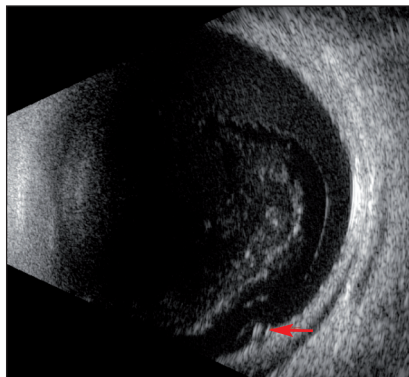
Échographie en mode B mettant en évidence une déchirure rétinienne (flèche rouge) et une hémorragie intravitréenne dense.
